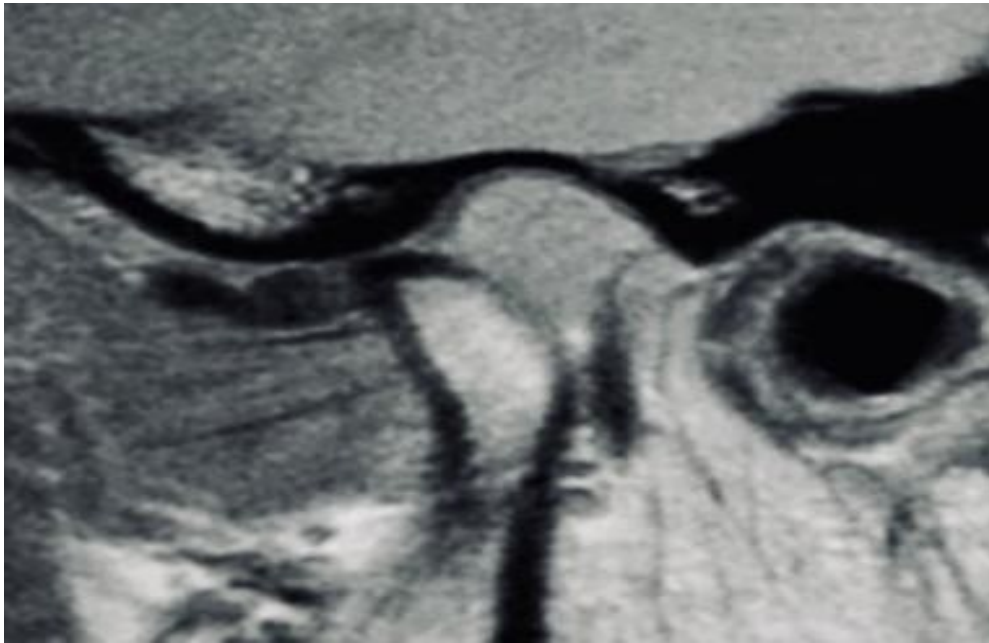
Magnetic resonance imaging with the mouth open, where we can observe the displacement of the articular disc without recapture
